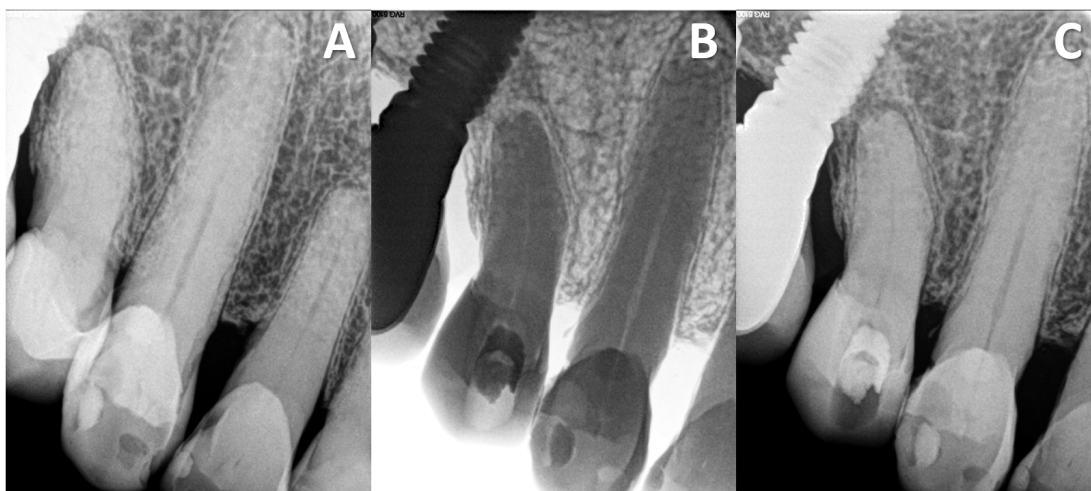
A: Radiografia periapical constatando atresamento acentuado da cavidade pulpar do dente 14; B e C: Abertura coronária realizada no dente 14, não sendo possível localizar a entrada da cavidade pulpar
